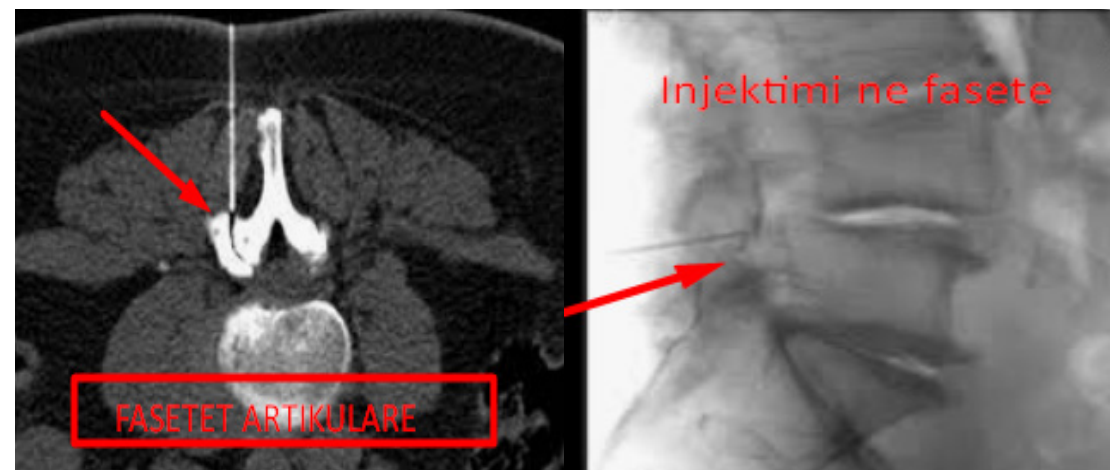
a- Aplikimi i terapisë ne fascetetin lumbal me CT ; b- aplikimi i terapisë në fascetetin lumbal me skopi (raste personale).
